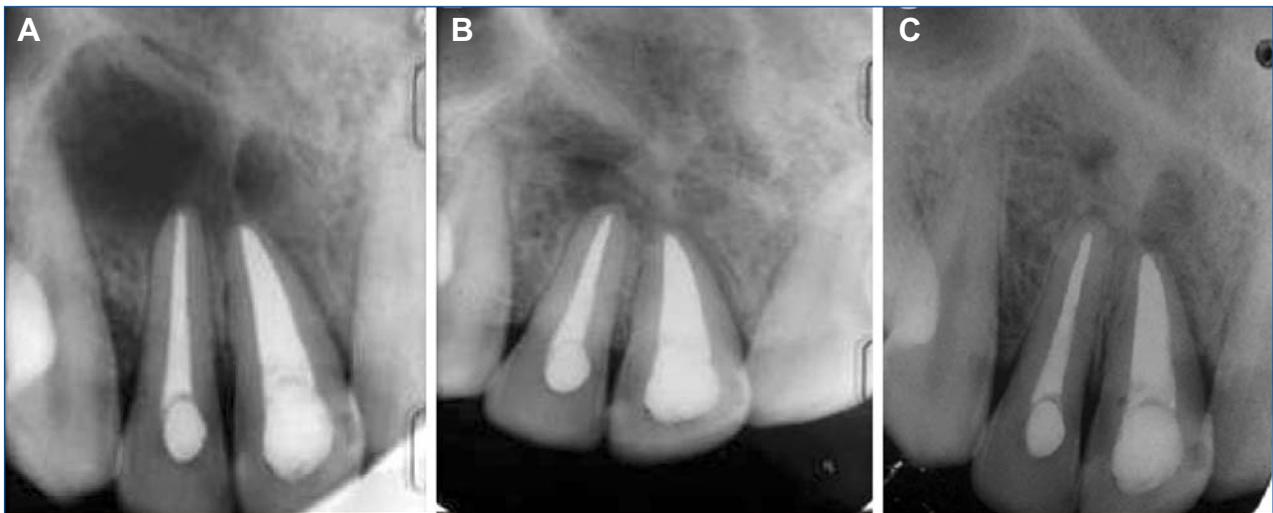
Radiografía de 12 meses post cirugía apical que denota la incipiente recuperación ósea (A), de 24 meses post cirugía donde la organización ósea es prácticamente normal (B) y de 36 meses post cirugía en la cual no se observan evidencias de imágenes radio-lúcidas (C).
